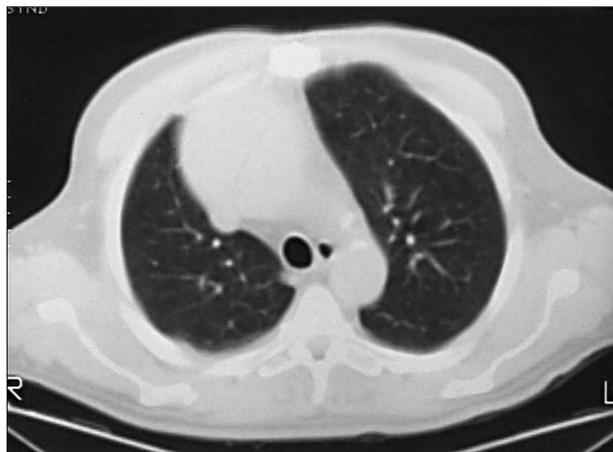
TAC torácica del paciente en la que se visualiza doble luz.
